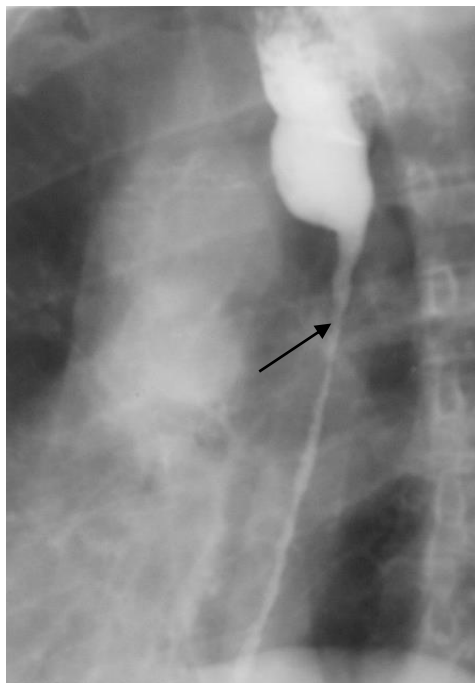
Рентгенограмма пищевода в левой косой проекции (тугое контрастирование). Определяется равномерное сужение грудного отдела пищевода (стрелка) на значительном протяжении, супрастенотическое расширение. Рубцовая деформация пищевода после химического ожога
